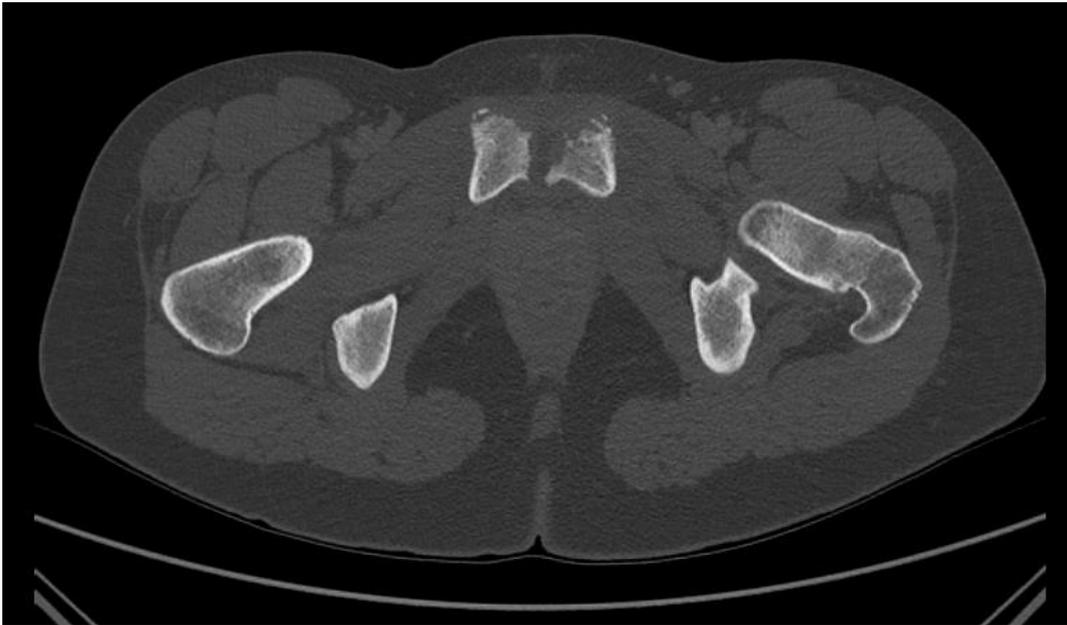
Coupe TDM fenêtre osseuse. IOA pubienne hémotogène à *S. aureus* sensible à la méticilline avec remaniement osseux important et lyse corticale au niveau des berges articulaires de la symphyse pubienne principalement du côté gauche (Hospices Civils de Lyon).
